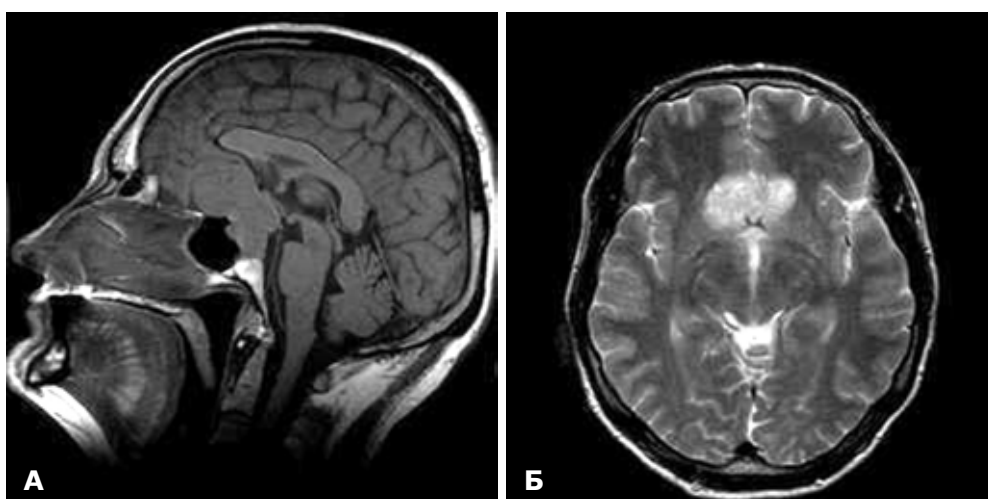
Пацієнт М., 54 роки, ГНАГ з антеселярним ростом, заднє положення хіазми. МРТ головного мозку: А – сагітальна проекція; Б – фронтальна проекція
